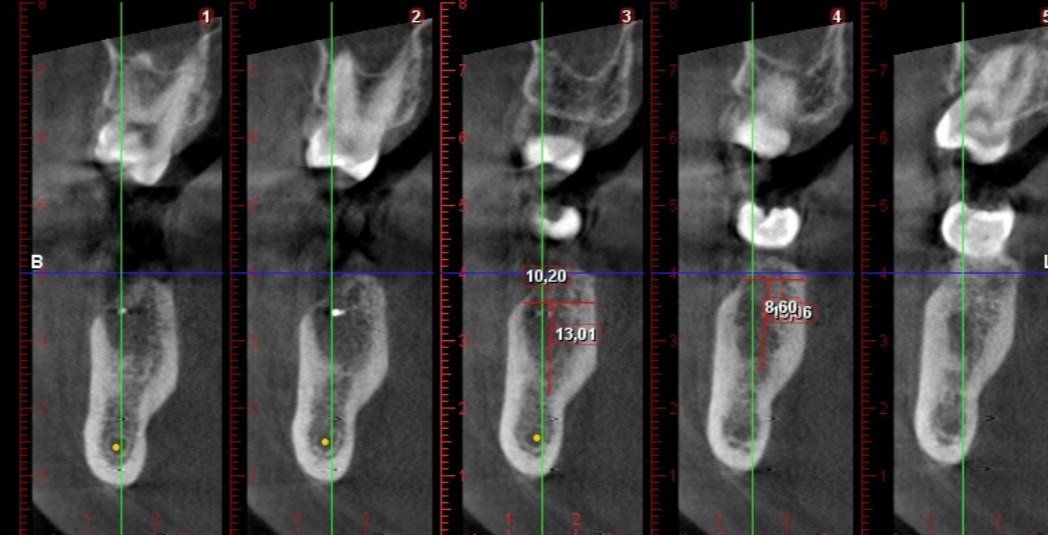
CBCT após extração do dente 37.
